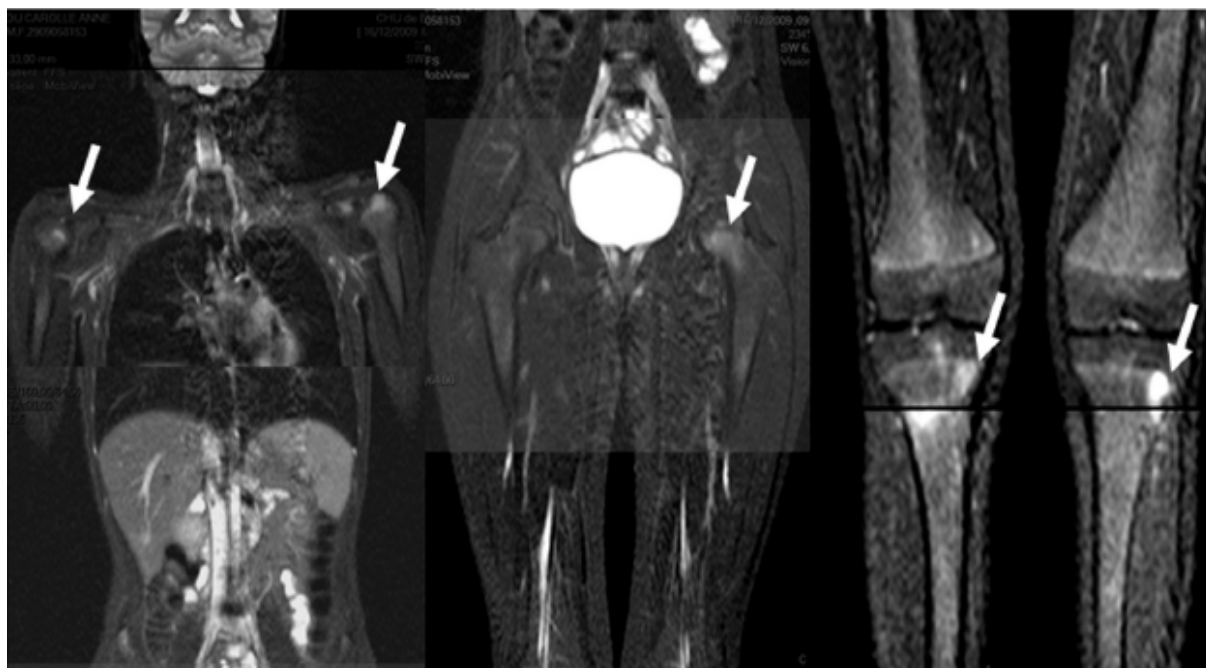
IRM corps entier : coupes coronales, séquences T2 STIR : hypersignaux (flèches blanches) des têtes humérales gauche et droite, du col et de la diaphyse fémoral gauche (hétérogène à droite) et des métaphyses tibiales supérieures. [81]
